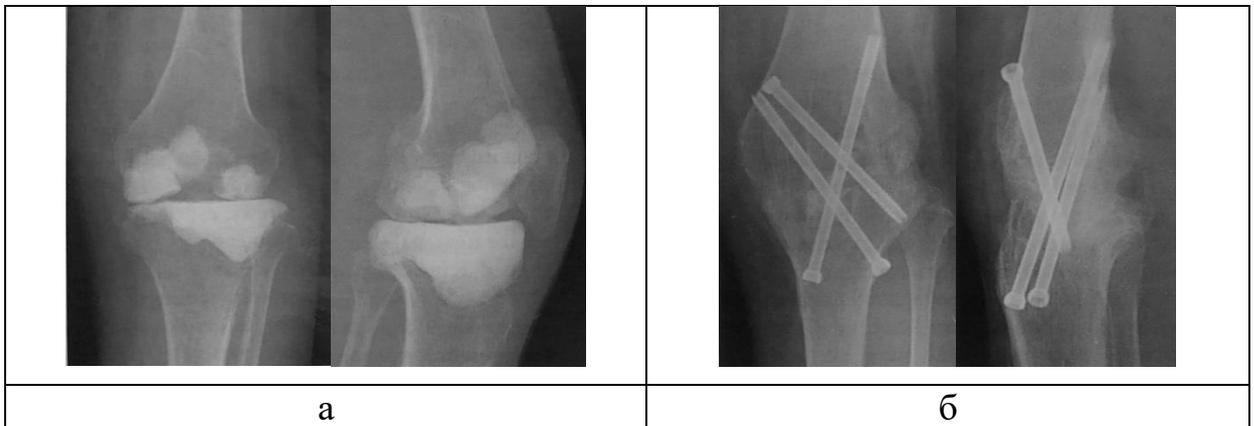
Способ артрордеза коленного сустава винтами (Lim H.C., et al., 2009): а – рентгенограммы до операции; б – рентгенограммы после выполнения артрордеза
